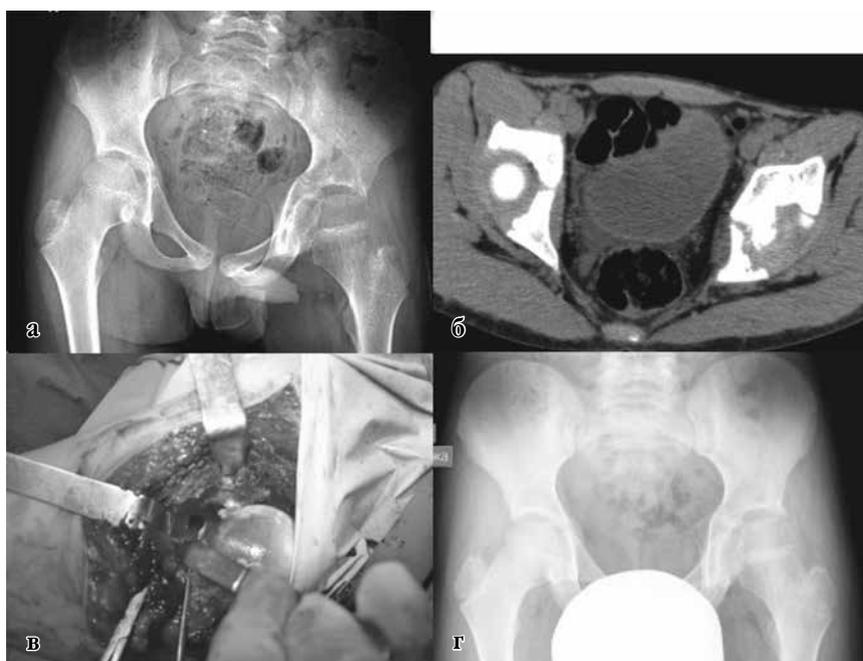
Данные исследований пациента Р. 9 лет. а) рентгенография таза в прямой проекции до операции; б) МСКТ предоперационно; в) интраоперационно; дефект вертлужной впадины – перфорация опухоли в полость сустава; г) рентген-контроль через 12 мес. после операции
